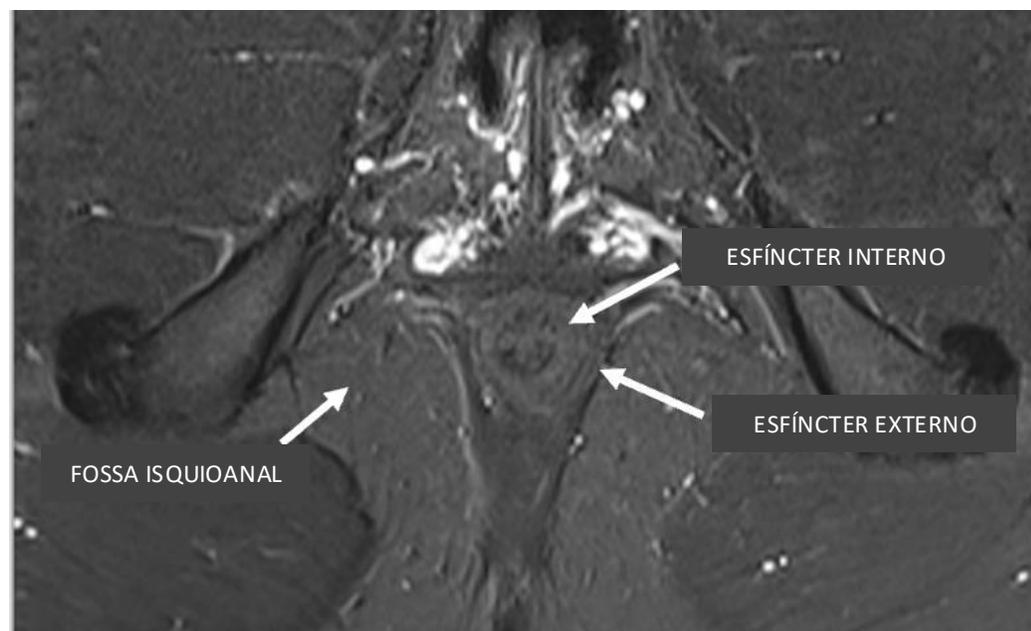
Sequência axial STIR (*short T1 inversion recovery*) de RM para estudo de fístula mostrando a anatomia normal dos esfíncteres anais.
